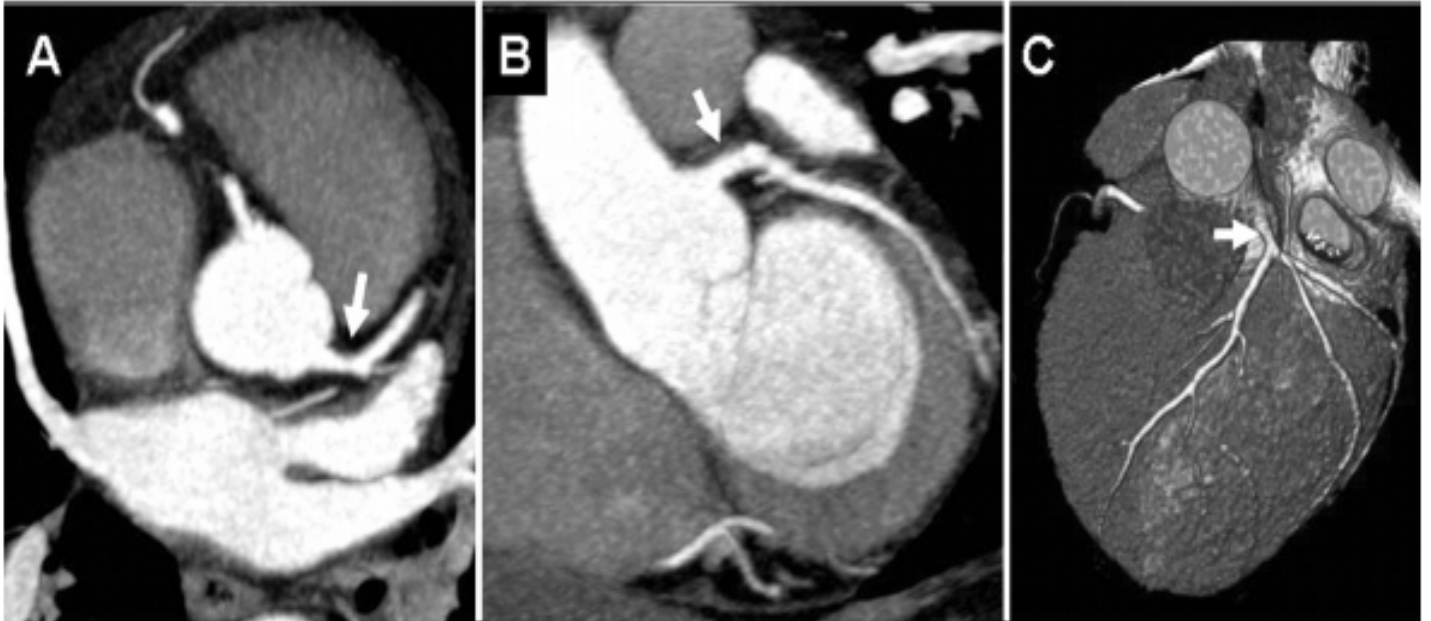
Visión del Tronco Coronario Izquierdo (TCl) en el TAC multicorte. A, B y C corresponden a distintas proyecciones donde se visualiza el TCl (punta de flecha). *Reproducido con permiso de Bastarrika Alemañ G, Alonso Burgos A, Azcárate Agüero PM, Castaño Rodríguez S, Pueyo Villoslada JC, Alegría Ezquerra E. [Normal anatomy, anatomical variants, and anomalies of the origin and course of the coronary arteries on multislice CT]. Radiología 2008;50(3):197-206. (In spa). DOI: 10.1016/s0033-8338(08)71965-9.*
